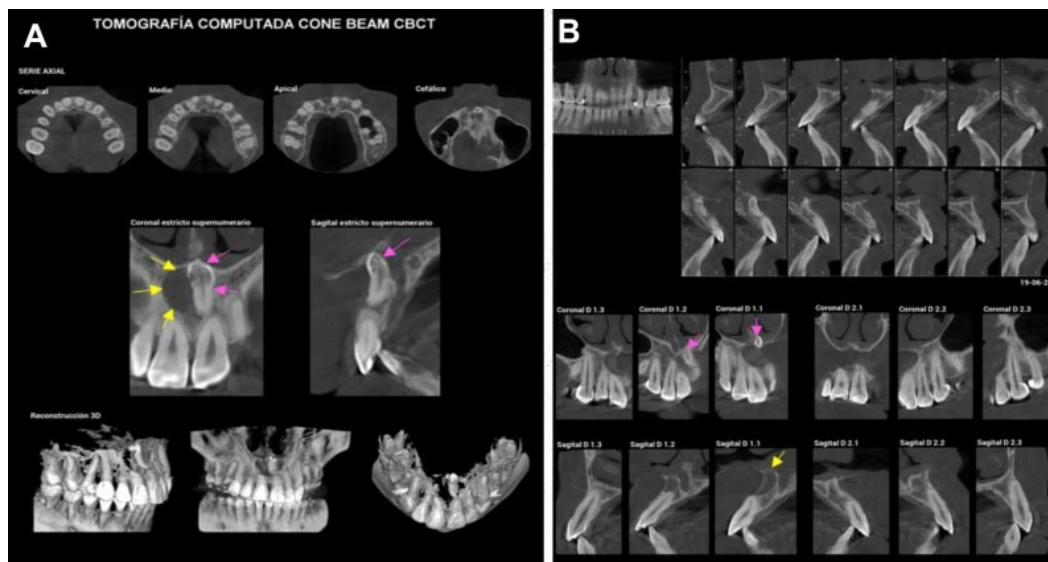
Tomografía computarizada de haz cónico (CBCT) maxilar. (A) Serie axial. Flechas rosadas indican mesiodens. Flechas amarillas indican lesión osteolítica en relación a dientes anterosuperiores derechos. (B) Serie coronal y sagital. Flechas rosadas indican mesiodens. Flechas amarillas indica perforación de cortical ósea de piso de fosa nasal.
